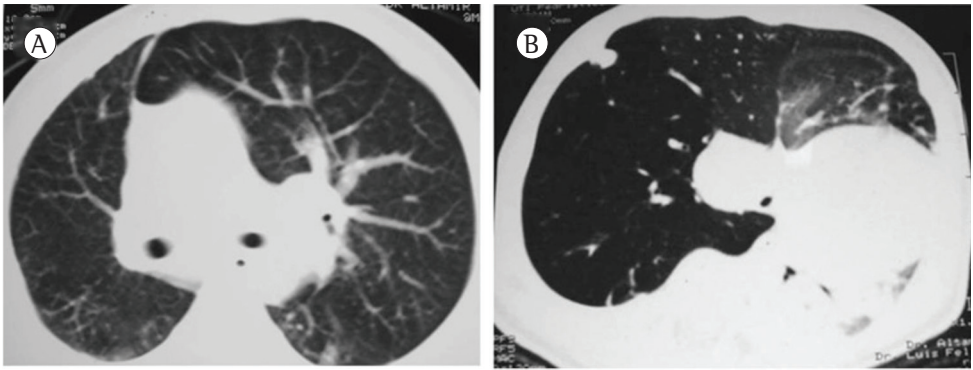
Tomografia de tórax mostrando hiperinsuflação do lobo superior esquerdo (em A) e do lobo superior direito (em B), com desvio contralateral do mediastino e compressão do pulmão contralateral em ambos os casos.
